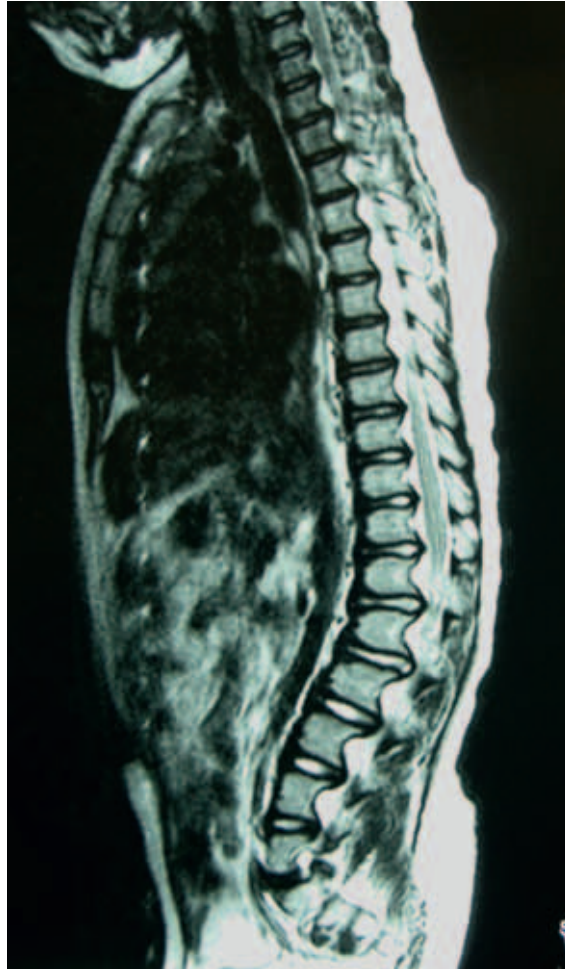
MRT: Typische thorakolumbale Kyphose mit Spinalkanalstenose und zusätzlicher Raumforderung durch die apikalen Bandscheiben
